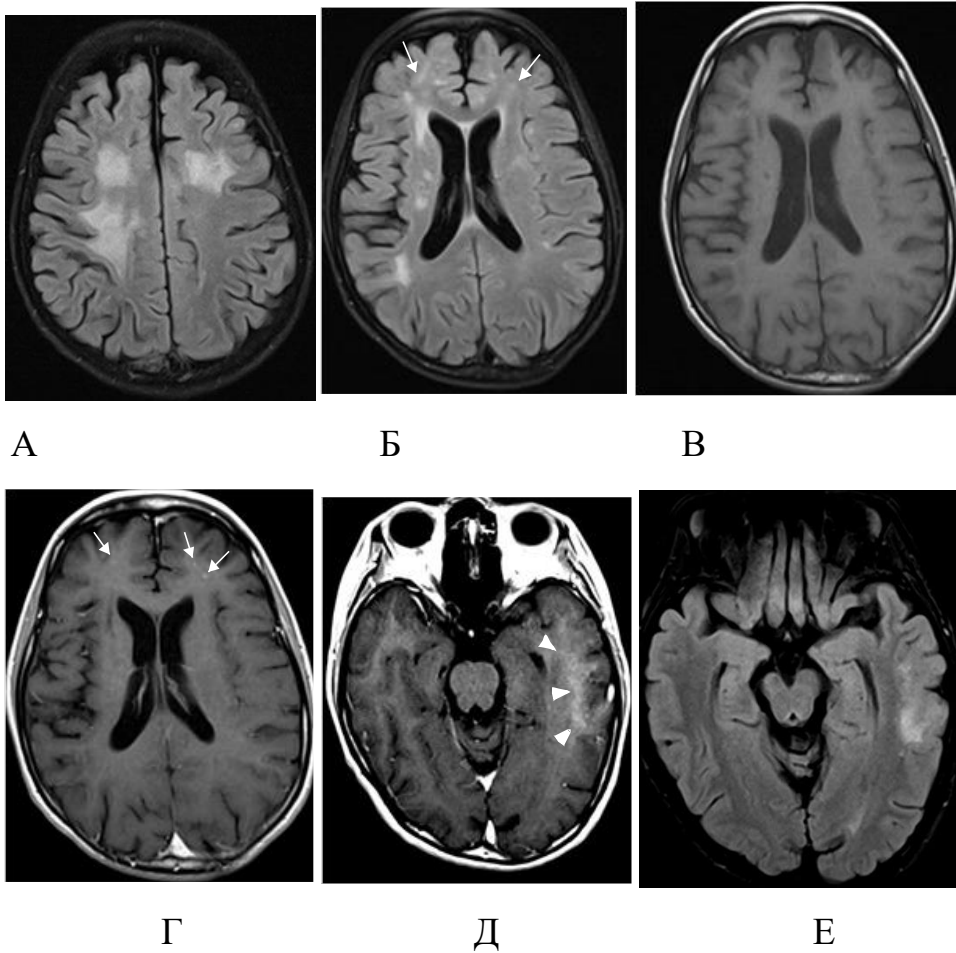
Пациент П., 36 лет (И/б 24268). ПМЛ, СВИ. Последствия перенесенного церебрального токсоплазмоза от 2015 в виде спастического левостороннего гемипареза. Начало АРТ 03.06.2017г. На 03.07.2017г. CD4-113кл/мкл (20%), вирусная нагрузка 40коп/мл. В сентябре появилось прогрессирование когнитивного дефицита, нарушение речи. При исследовании ликвора возбудитель не выявлен. CD4-145кл/мкл (17%) от 19.10.2017г. На МРТ: А, Б, Е – FLAIR с жироподавлением, В – T1 ВИ, Г, Д – T1 ВИ с контрастированием: появление новых очагов в лобных долях, накапливающих контрастное вещество (стрелки), также появление периваскулярного контрастирования в левой височной доле (головки стрелок)
